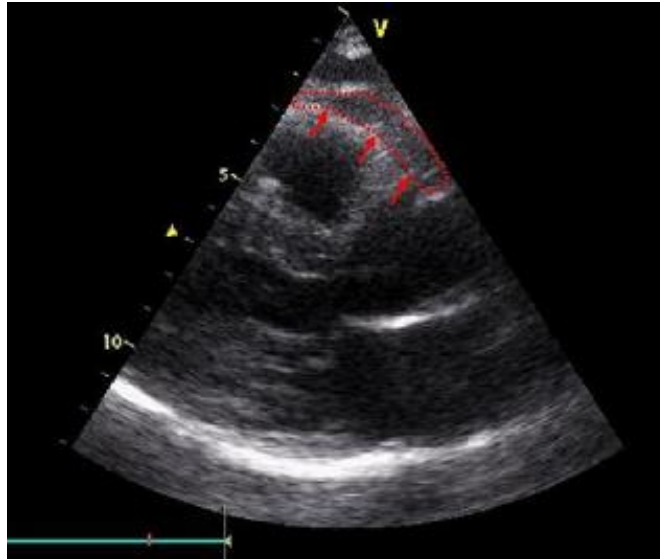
Tissu adipeux épicardique (contour en rouge) sur une coupe ETT parasternale grand axe
